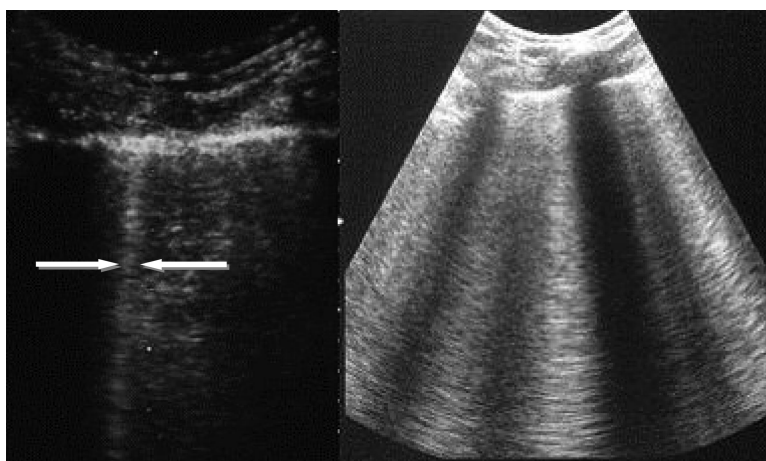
Left*: normal image, with one isolated B-line (arrows). *Right*: ultrasonographic pattern of AIS, with several merging B-lines arising from the pleural line; note the absence of A-lines.
